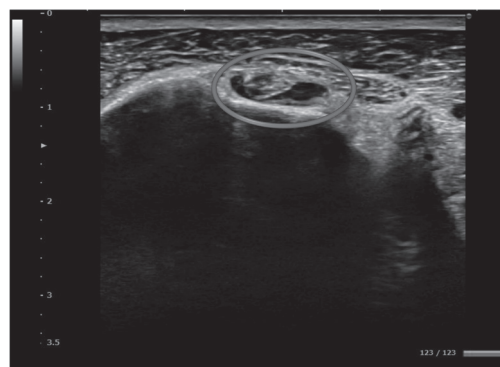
特徴的な超音波画像所見(上腕二頭筋の水腫)
